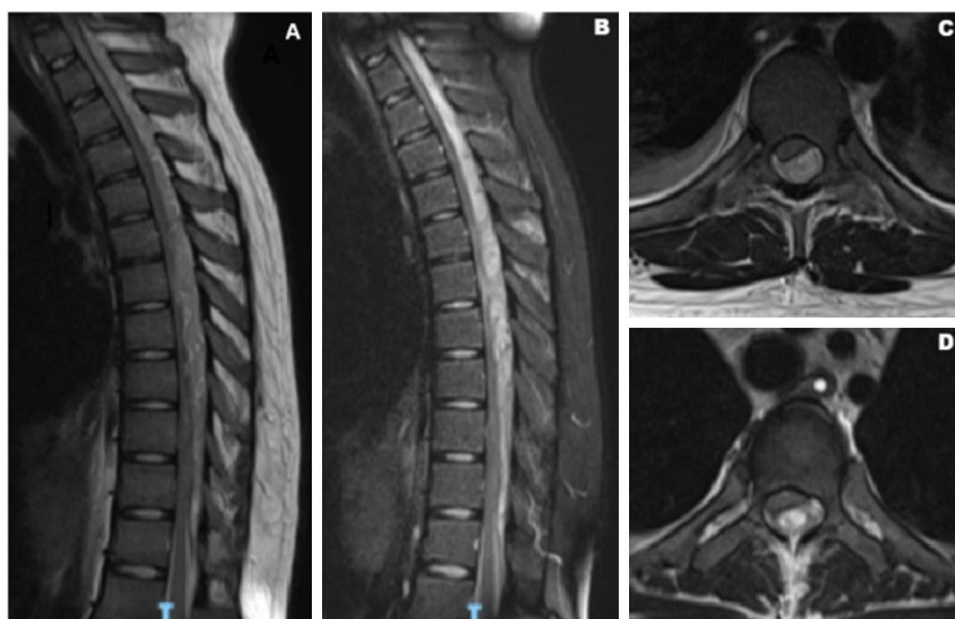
Resonancia magnética de columna dorsal. Se observa imagen intraaxial, extradural, heterogénea, isointensa en T1 (panel A y C), hiperintensa en STIR (panel B y D), ubicada en el espacio epidural posterior que se extiende desde C6-C7 hasta D10/D11. El mismo desplaza y comprime saco tecal y médula espinal.
